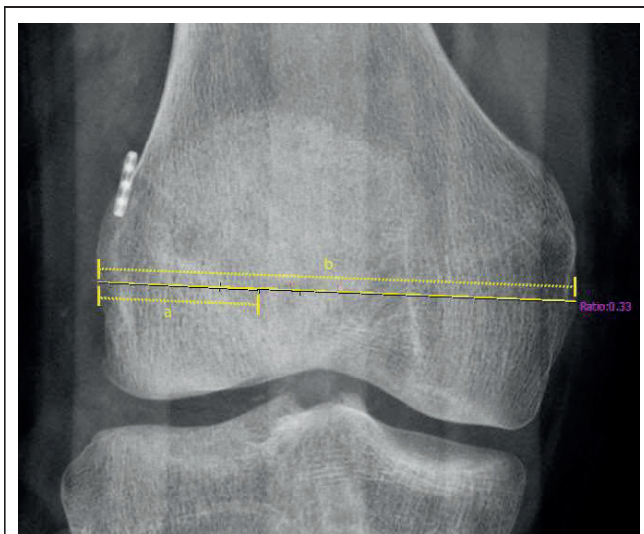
Femoral Endobutton Position assessment in the anteroposterior radiograph:
